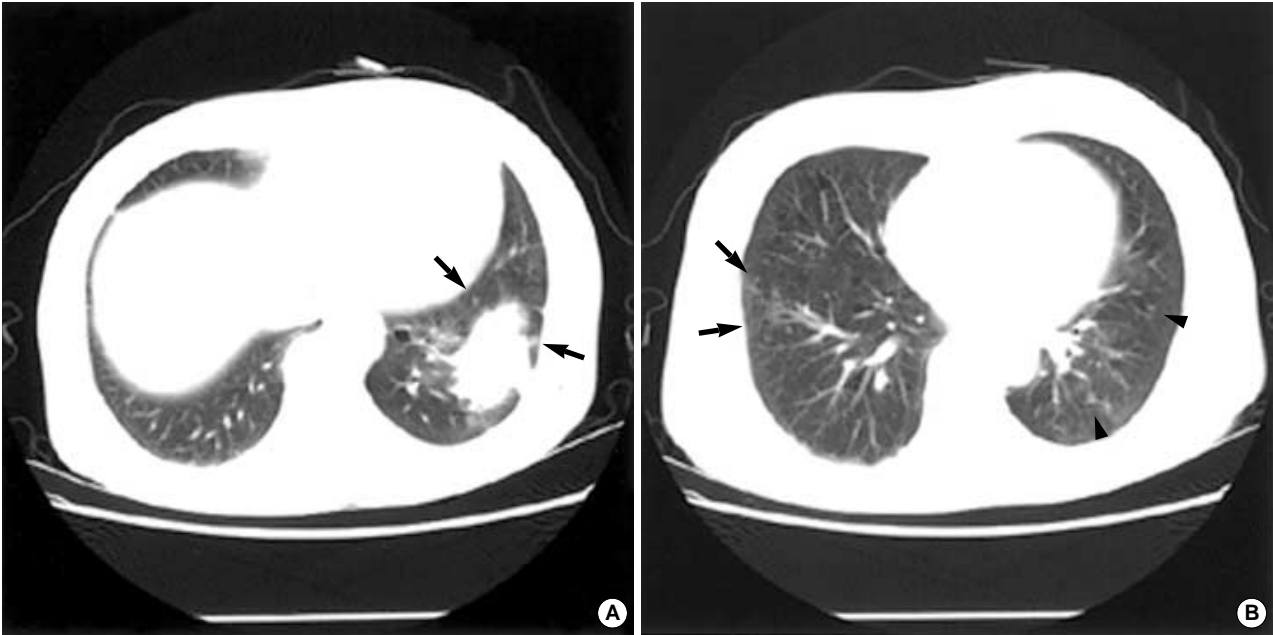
(A) Lung window setting of chest CT scan at the level of liver dome shows a 4.5-cm-sized mass with lobulated and spiculated margin in the left lower lobe. A couple of small nodules (arrows) are seen around the main lesion. (B) Lung window setting of chest CT scan at the level of the left inferior pulmonary vein shows clustering of multiple tiny nodules (arrows) in the superior segment of right lower lobe. Similar nodules (arrowheads) are also seen in the left upper and lower lobes.
